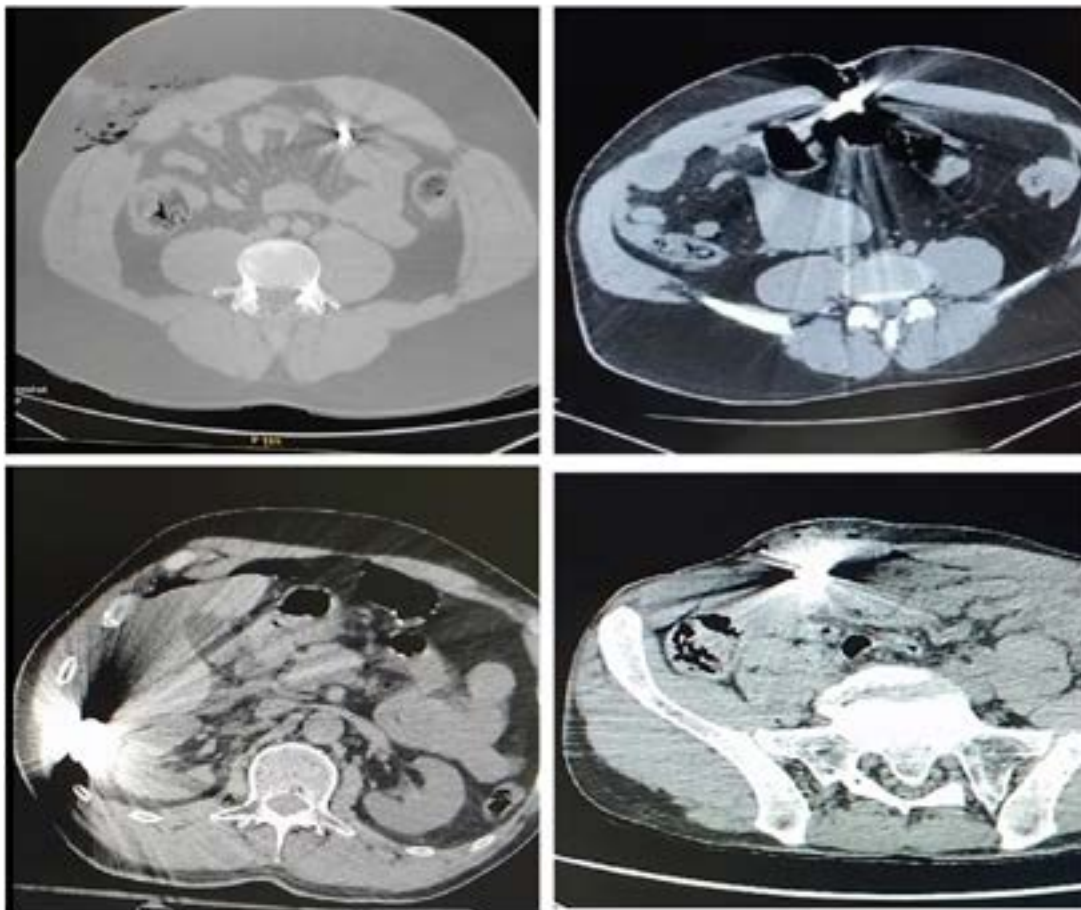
Томограми з ознаками проникаючих поранень живота з наявністю стороннього тіла у черевній порожнині
